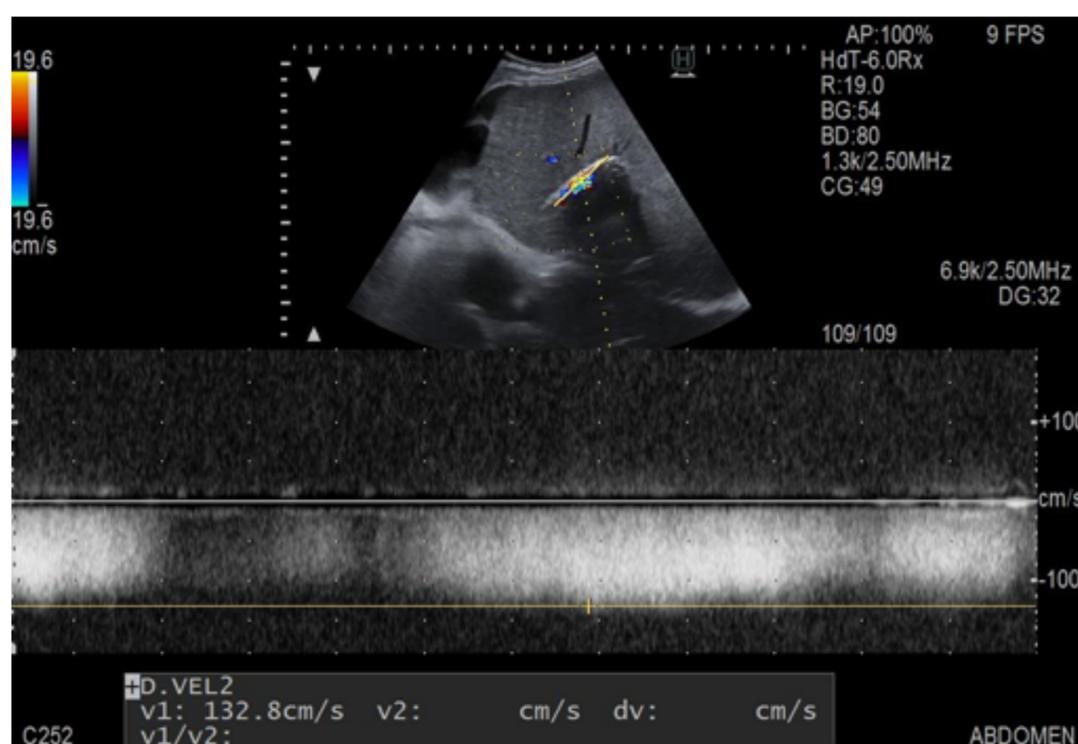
Ecografía en modo Doppler espectral. TIPS con extremo proximal en vena porta y distal en VSH. Permeable con velocidades dentro de los límites normales.
